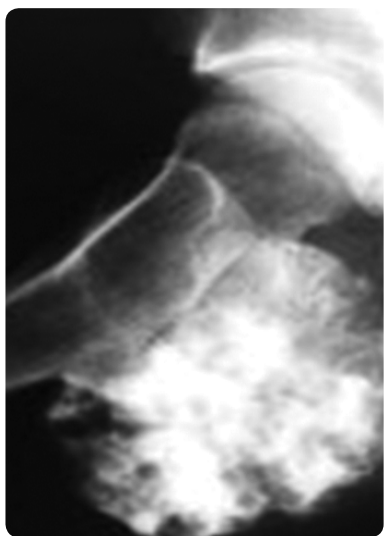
Рентгенограма стегнової кістки.
